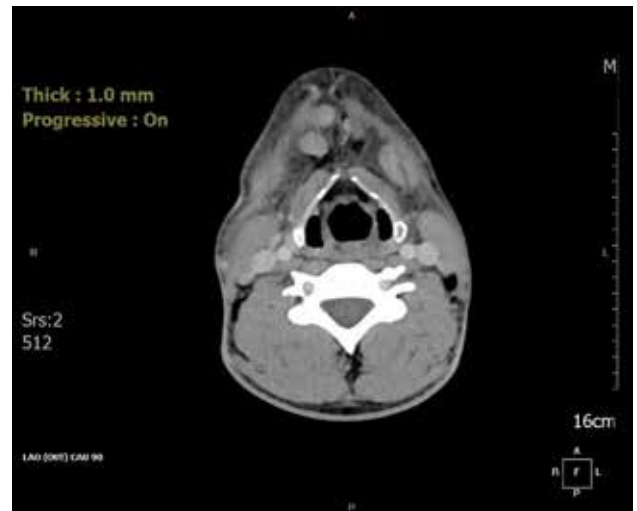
Aksiyal kesit kontrastlı boyun tomografi incelemesinde tüm boyun fasiyal planlardaki hava değerleri.
